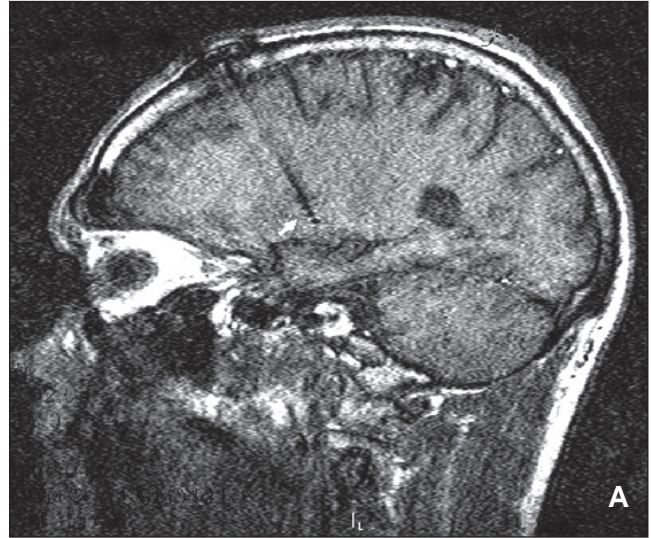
Caso 1: RMN parasagital (A) y coronal (B) mostrando la trayectoria y la ubicación de los electrodos tetrapolares implantados bilateralmente en el globo pálido externo (GPe) para el tratamiento del síndrome de Tourette (ST) por medio de estimulación cerebral profunda (ECP) bilateral crónica en un caso refractario a las terapias conservadoras. Las flechas blancas indican la ubicación de los electrodos.
